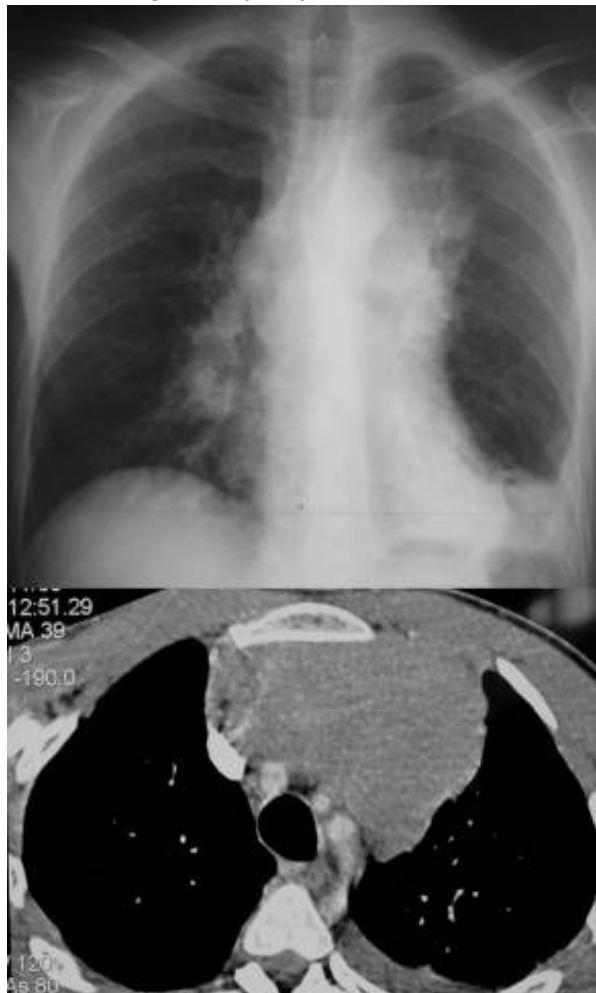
lymphome thymique, notez le comblement de l'espace clair rétrosternal (TDM) et le débordement latéral (cliché de face), habituel pour les masses du médiastin antérieur.
